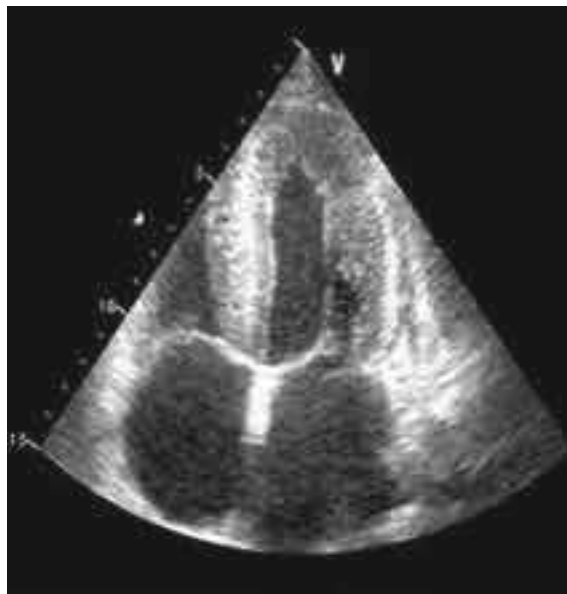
Эхокардиография больной П., выполненная в клинике
